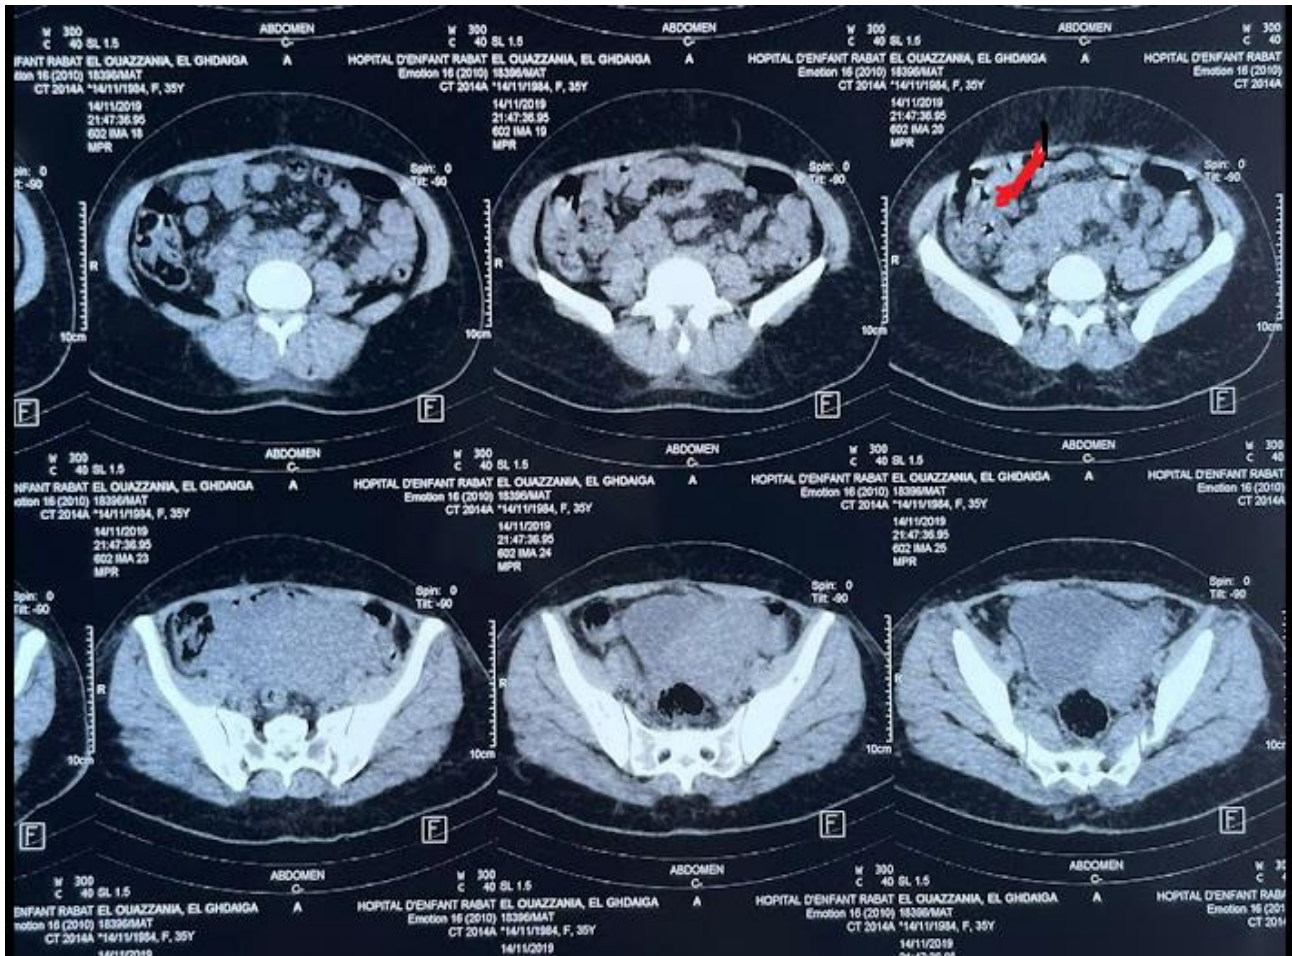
TDM pelvienne après injection montrant le thrombus au niveau de la veine ovarienne droite.
